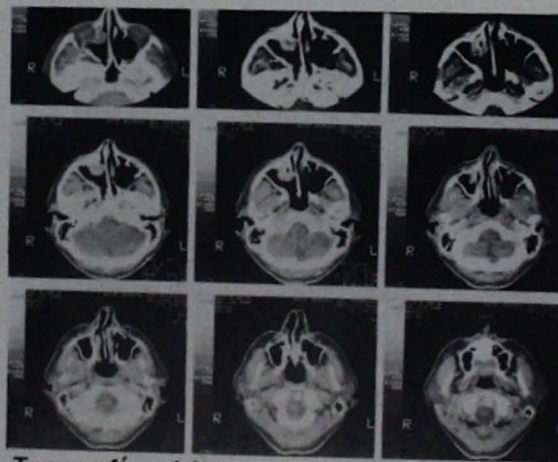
Tomografía axial computada que demuestra los límites de la tumoración.
